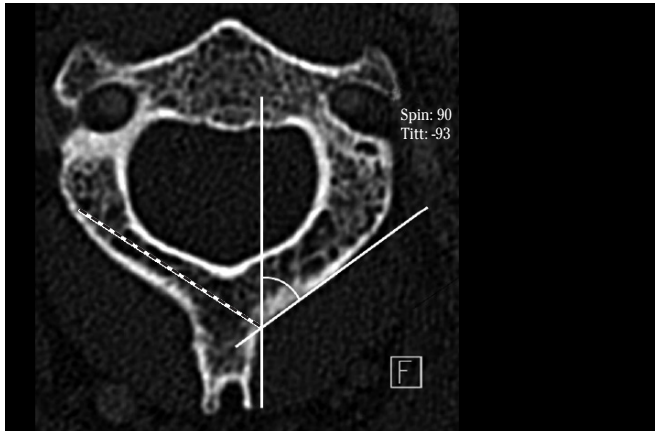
CT Scan. Axial view showing maximal screw length (yellow) and spinolaminar angle.
